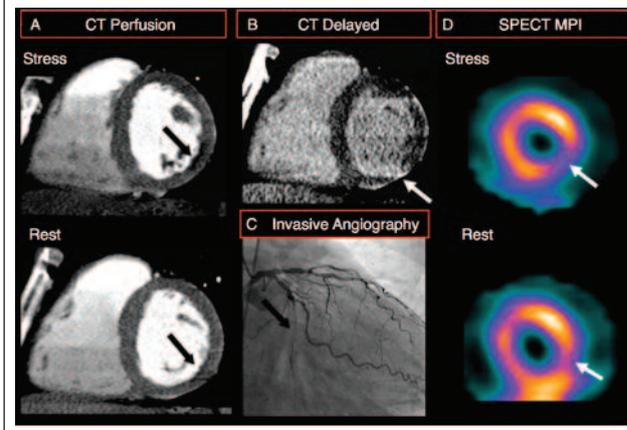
КТ в оценке перфузии миокарда [22]. Визуализируется ишемия миокарда по нижнебоковой стенке ЛЖ, в перинфарктной зоне, что коррелирует с данными сцинтиграфии миокарда. При КАГ выявлена окклюзия проксимальной трети огибающей ветви левой коронарной артерии.
